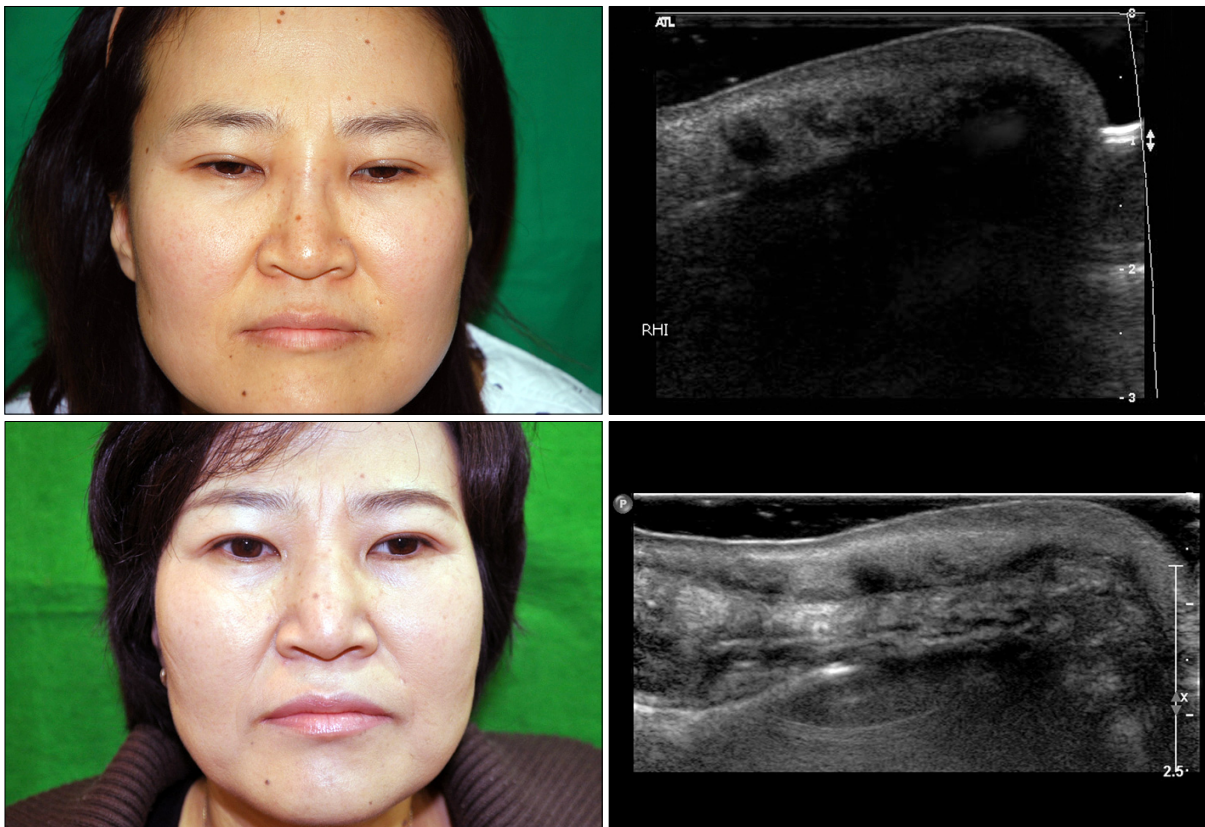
(Above, left) The preoperative view of a 39-year-old female with soft tissue mass like lesions and swelling on the dorsum of nose. (Above, right) High-resolution ultrasonography shows discontinuous multiple hypoechoic foreign bodies at dorsum of the nose. (Below, left) Postoperative 2 years view after foreign body removal and dermo-fat graft. (Below, right) High-resolution ultrasonography reveals inserted dermo-fat at dorsal side of the nose, instead of multiple foreign bodies.
